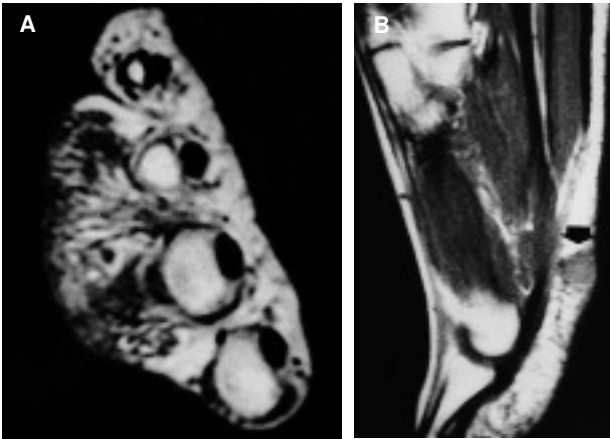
Resonancia magnética nuclear que muestra en A el caso 1: tumoración subcutánea infiltrativa, mal definida, de 5 cm en el dorso de mano. Y en B el caso 2: lesión plantar de 1,2 cm situada en hipodermis que contacta con fascia subyacente.
